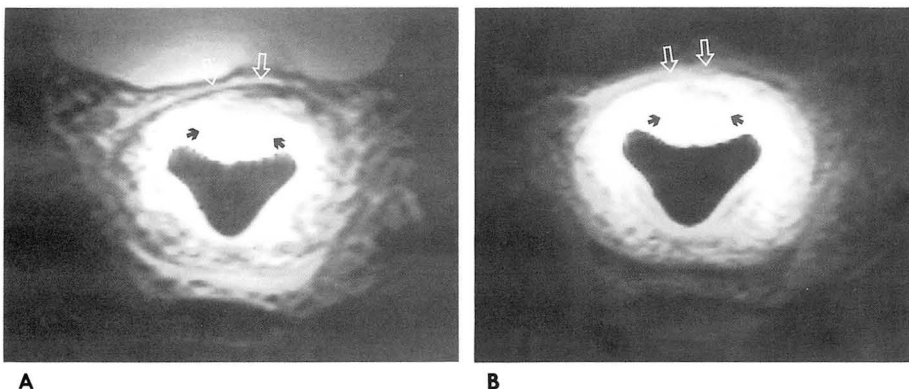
Case 16. The radiologic findings of precontrast and postcontrast scans are different. The pathology revealed rectal cancer(black arrows), stage T3, so the Gd enhanced T1-weighted image is correct.
